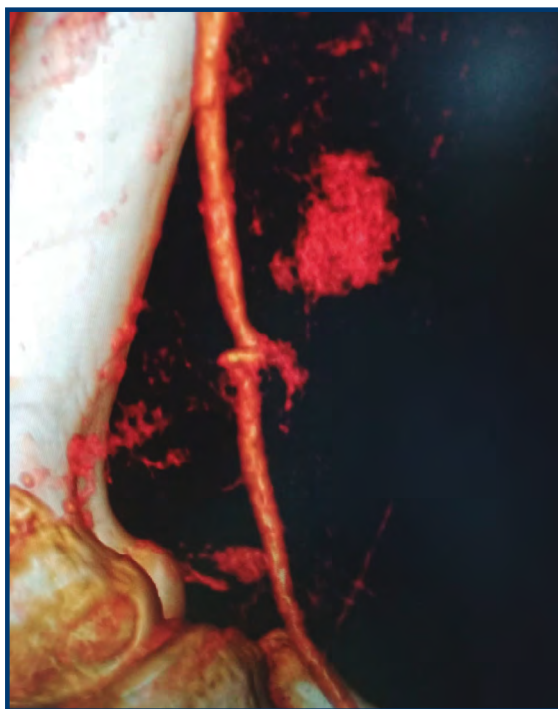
Angiotomografía con lesión de femoral superficial.
